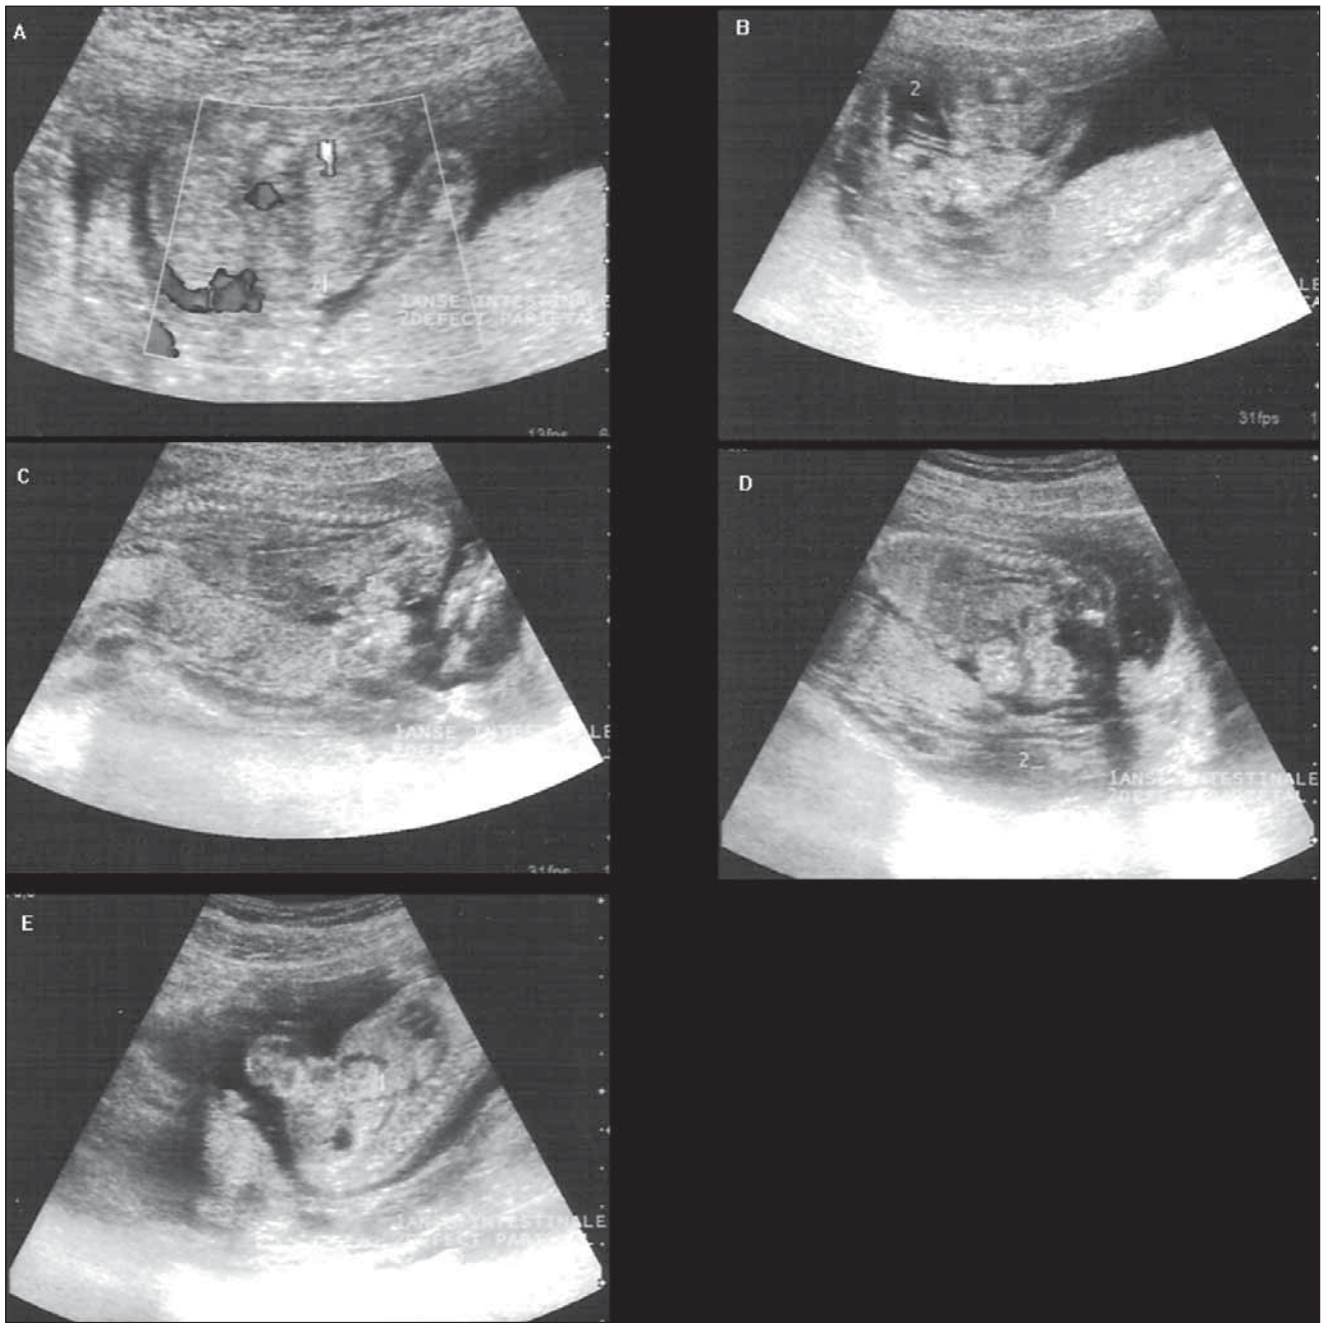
17 weeks male fetus with gastroschisis. A: transverse scan through the upper abdomen, at the level of the insertion of the umbilical cord shows the right sided anterior wall defect (2) situated near the insertion of the umbilical cord, through which the echogenic bowel protrudes (1). B: transverse scan through the abdomen showing the free floating echogenic bowel (1), (2) umbilical cord. C, D: sagittal scan showing bowel (1) protruding from the parietal defect (2). E: sagittal scan showing the course of the umbilical vein above the defect and the intraabdominal liver. The ultrasound analysis provided no other herniated viscera and no associated anomalies. The parents decided the therapeutic interruption of pregnancy and the anatomopathological exam confirmed the anomaly.
